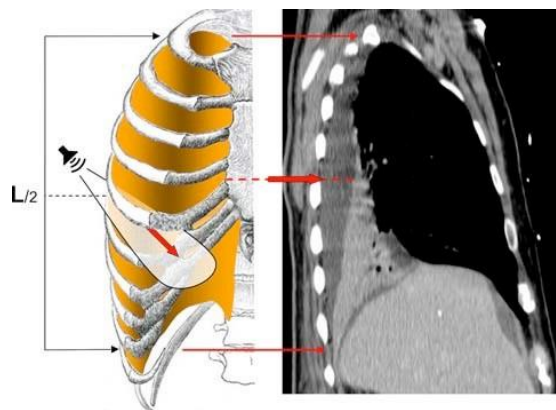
Pemeriksaan sonografi efusi pleura dengan “elbow position “¹²
